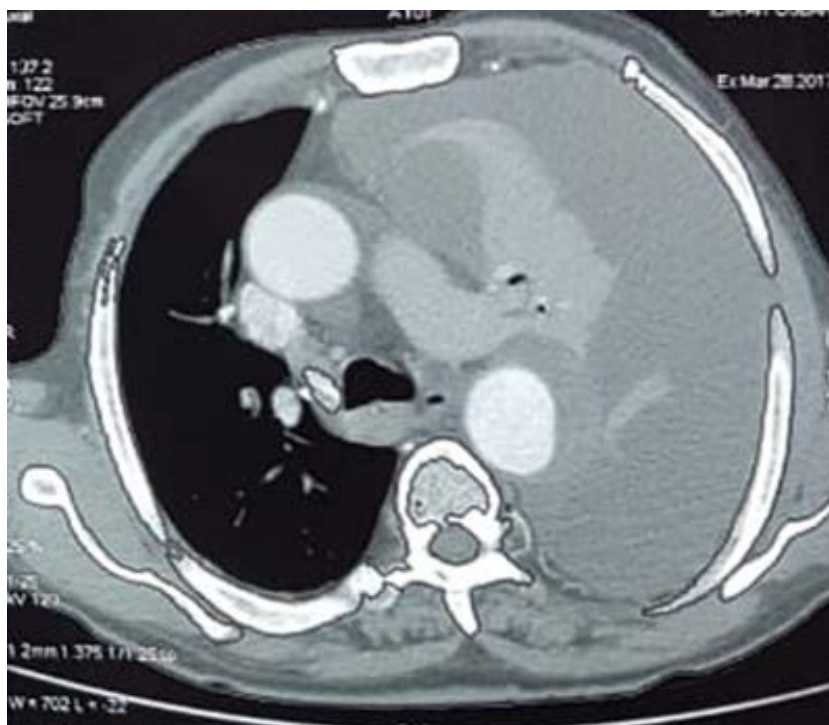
TDM en coupe axiale montrant l'hémothorax (image du Pr.M.Alaoui).
